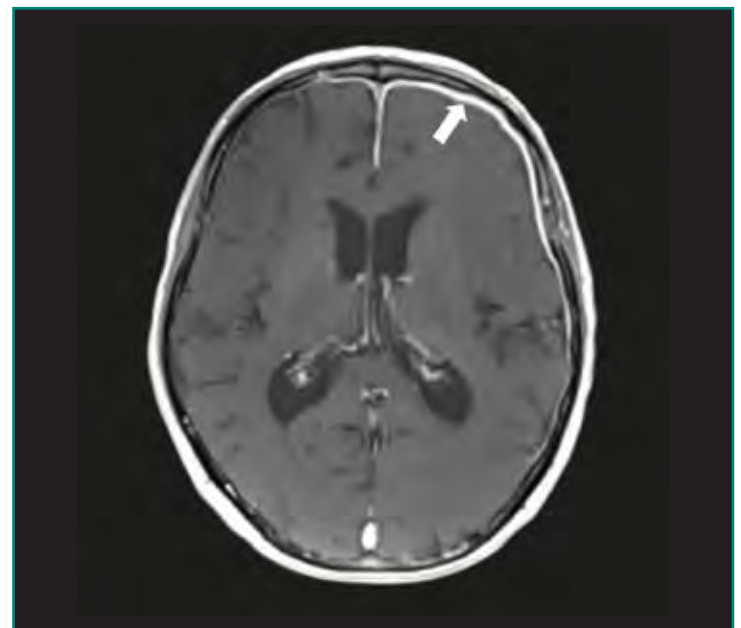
Secuencia de RM axial T1 posadministración de contraste i.v. donde se identifica fino realce meníngeo dural.
